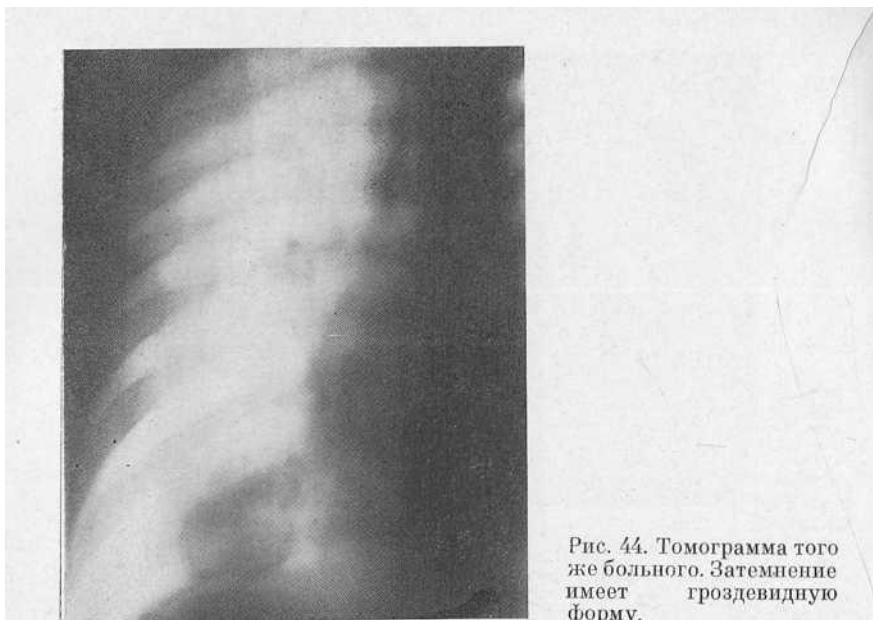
Томограмма того же больного. Затемнение имеет грозевидную форму.
